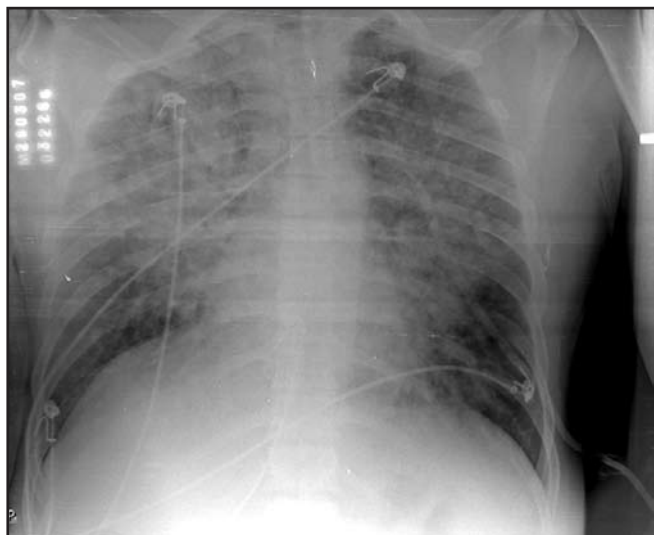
Radiografia de Tórax de Admissão no Hospital.
